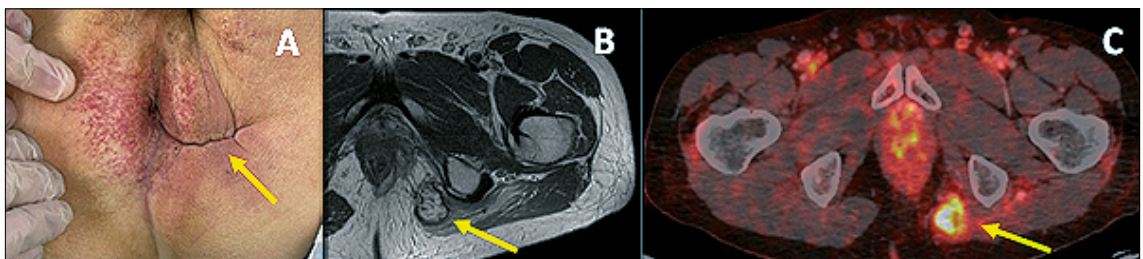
(A) Cicatriz indurada en el sitio de la operación previa. (B) RM. Masa de partes blandas en fosa isquiorrectal. (C) PET/TC. Lesión hipermetabólica en fosa isquiorrectal (Flechas).
